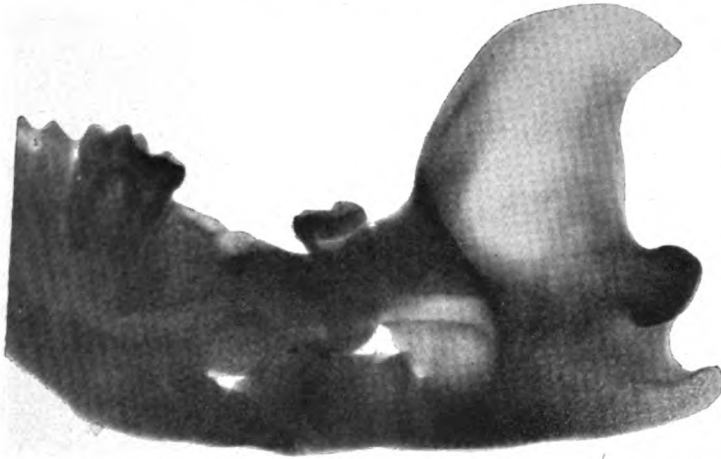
Röntgenogramm des linken (verletzten) Kieferastes, ca. $\frac{3}{4}$ n. Gr. Die beiden schwarzen Flecken vor dem oberen Kanal entsprechen möglicherweise Resten von Projektilen (s. Text).
